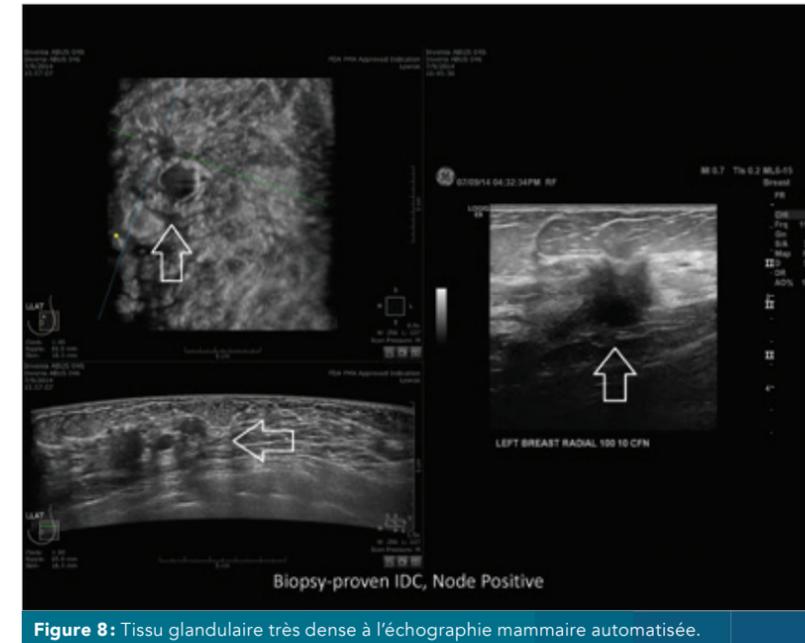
Tissu glandulaire très dense à l'échographie mammaire automatisée.
